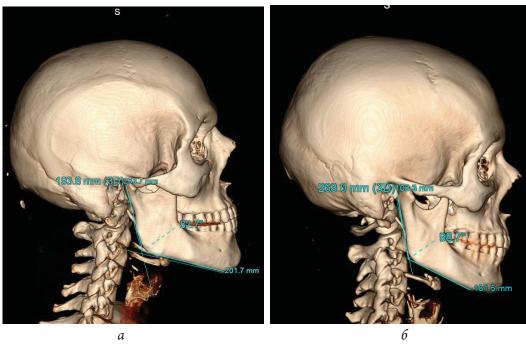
Компьютерные томограммы головы. Гониальный угол: a – у мужчин, b – у женщин Fig. 2. Computer tomograms of the head. Gonial angle: a – for men, b – for women
